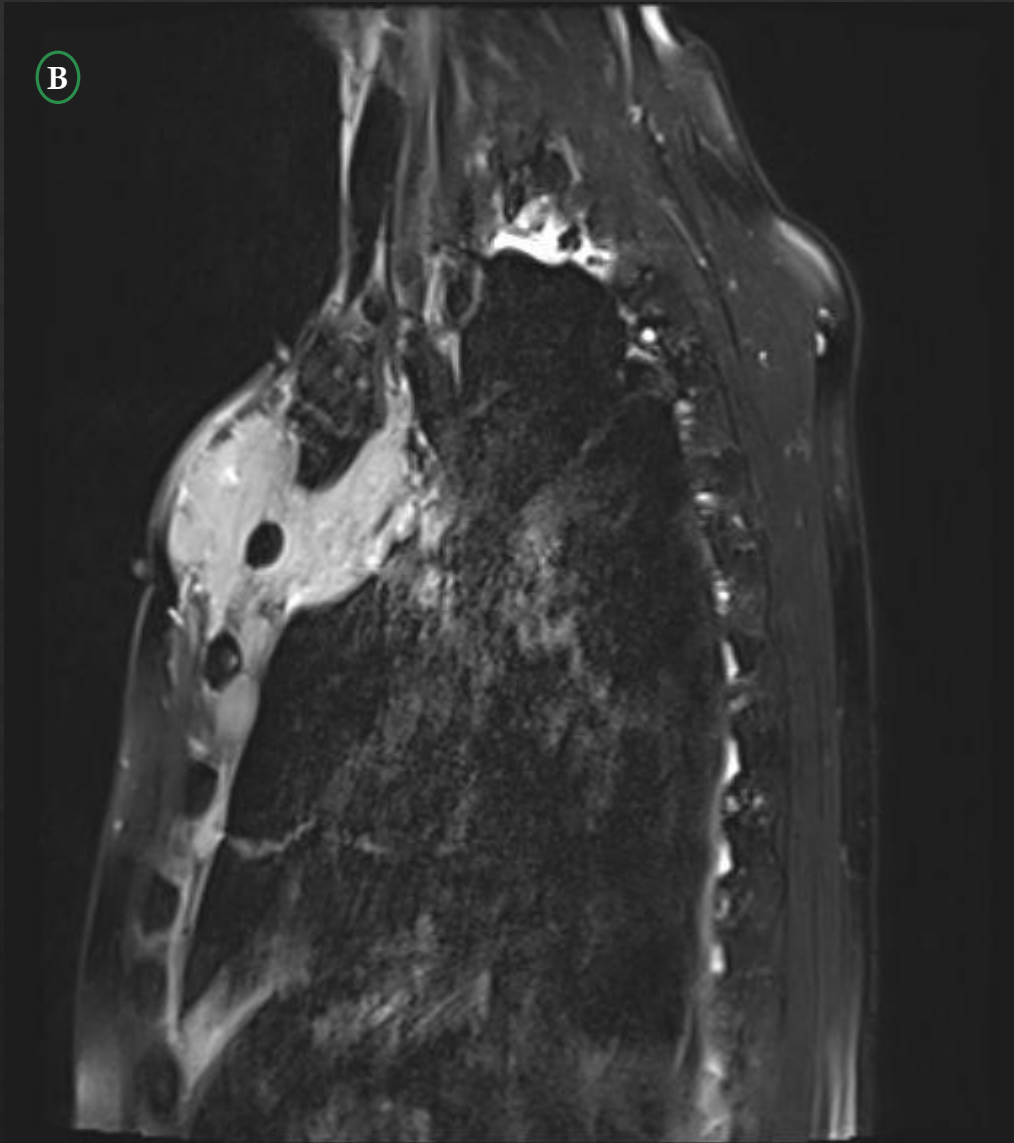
B: RM Torácica secuencias T1 con FS y contraste y T2 planos sagital y coronal.
